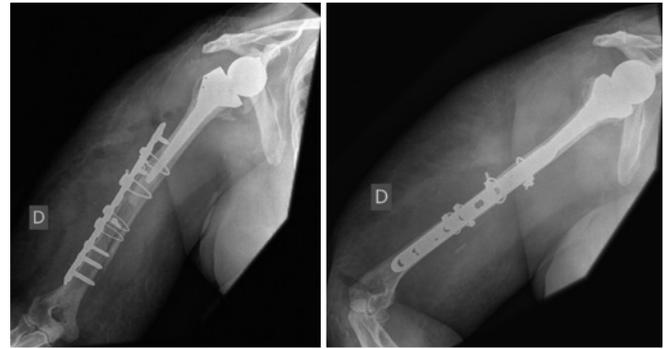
Radiografia de frente e perfil, mostrando a osteossíntese com placas, parafusos e cabos em período pós-operatório imediato
